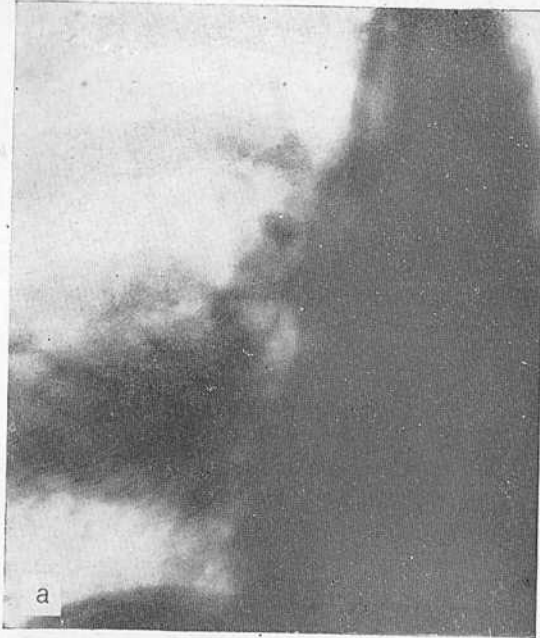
(в). Томограмма больного А.
